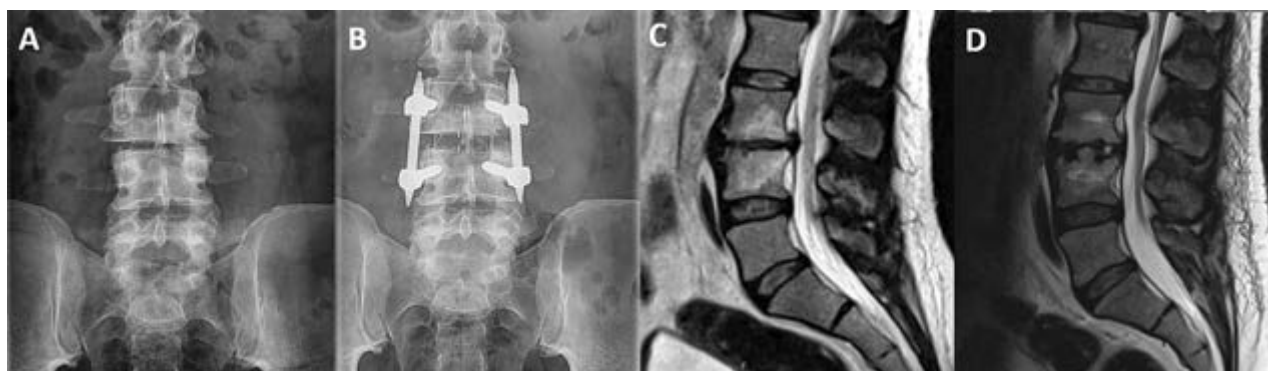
(4A-B) Radiografía pre y postoperatoria de un paciente, apreciando la restauración del espacio discal. (4C-D) Imagen de resonancia pre y postoperatoria en la que se aprecia restauración de la altura discal y retracción de la protrusión vertebral.
